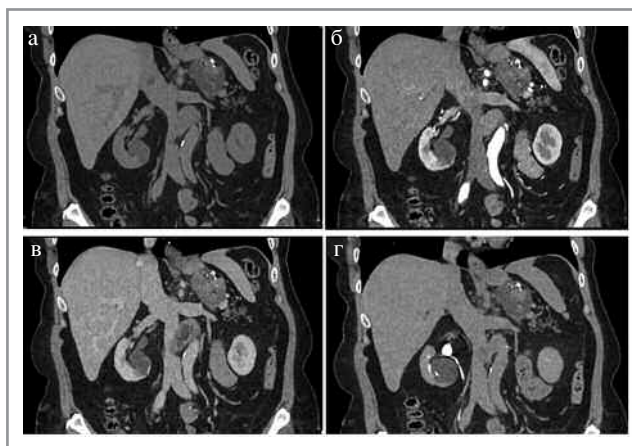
МСКТ во фронтальной проекции. Тератома надпочечника: а – НФ; б – АФ; в – ВФ; г – ОФ. В левом надпочечнике определяется неправильной формы образование (стрелка) с четкими ровными контурами, неоднородной структуры за счет наличия высокой плотности кальцинатов, солидного компонента и включений макроструктурного жира.
